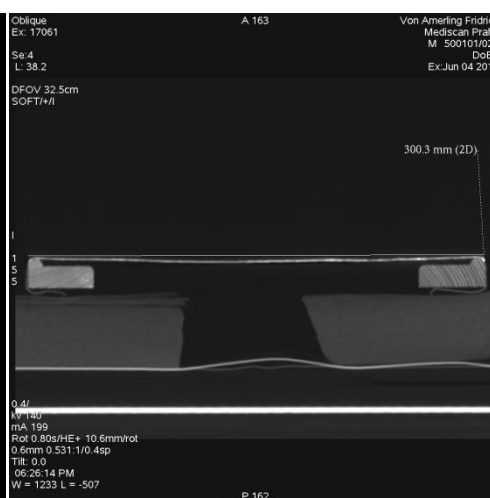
Replika historické olejomalby; Obraz byl zhotoven podle původního originálu pomocí několika specifických postupů, aby pak bylo možno zpětně vyhodnocovat, jaká je výtěžnost CT skenování v případě olejomalb. Základním podkladem je např. fotografická vrstva se sloučeninami stříbra.
